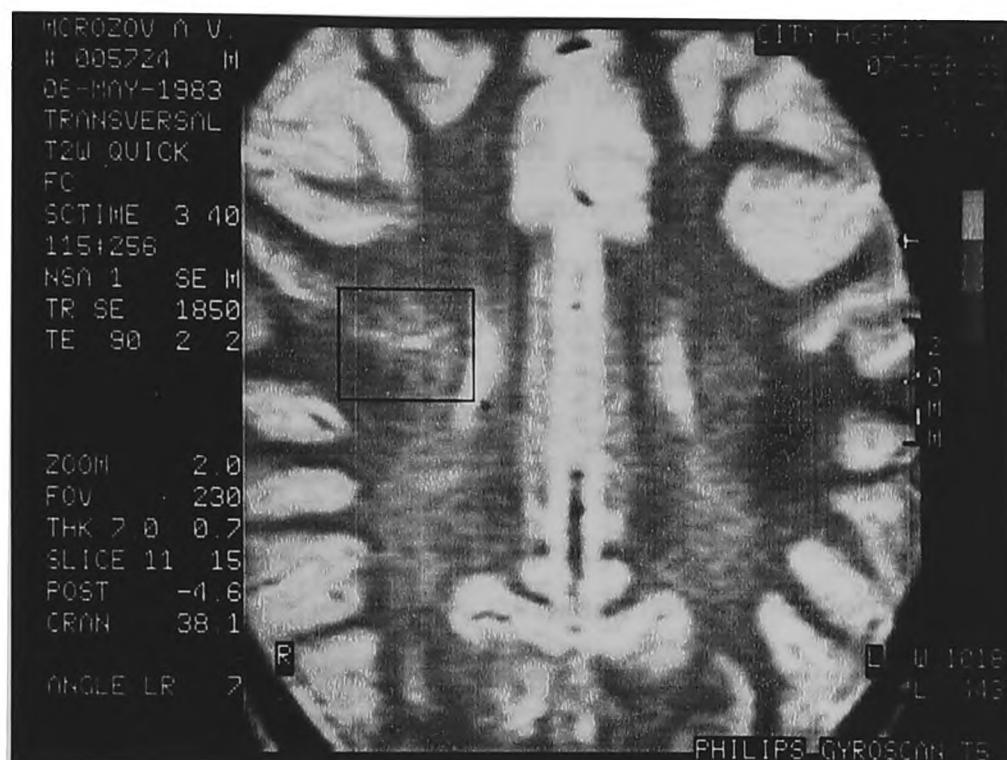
Результаты МРТ 6-ного М., 11 лет: очаг демиелинизации в белом веществе правой лобной доли. Обследован через 7 мес. после КЭ.
